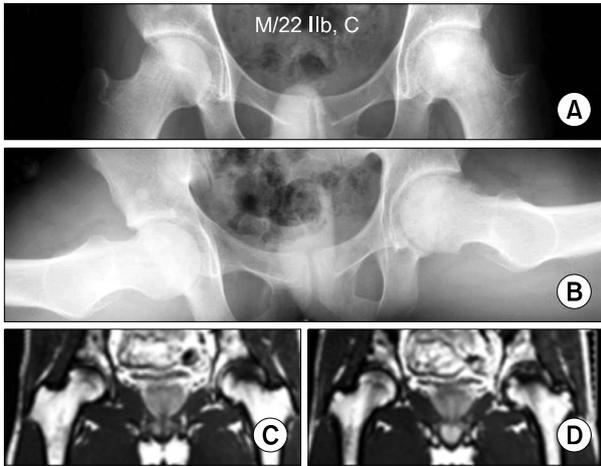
Radiographic findings of a 22-year-old man with alcohol induced ONFH collapse mild collapse of the left hip. (A) Pre-operative antero-posterior radiograph of both hip joints, showing the collapse of the left femoral head (Ficat-Arlet stage IIb and Shimizu extent type C). (B) Preoperative radiograph (Sugioka's view) of both hip joints, showing the collapse of the left femoral head (Ficat-Arlet stage IIb and Shimizu extent type C). (C, D) Pre-operative T2 weighted coronal MRI of both hips showing decreased signal intensity of the left femoral head (Ficat-Arlet stage IIb and Shimizu extent type C).
